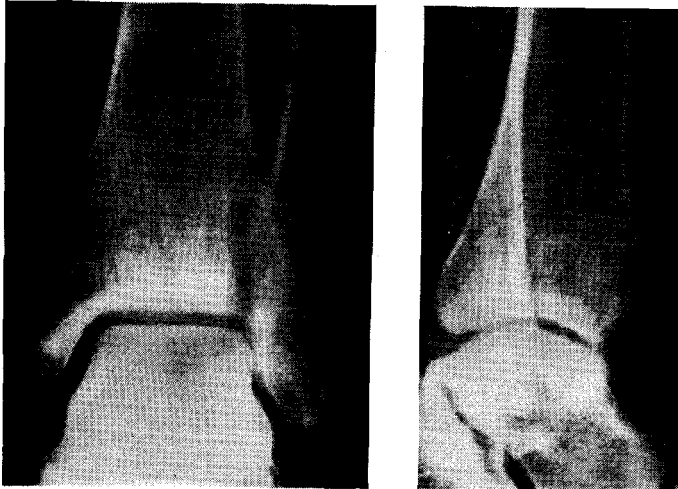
Косой перелом наружной лодыжки. Рентгенограмма.
